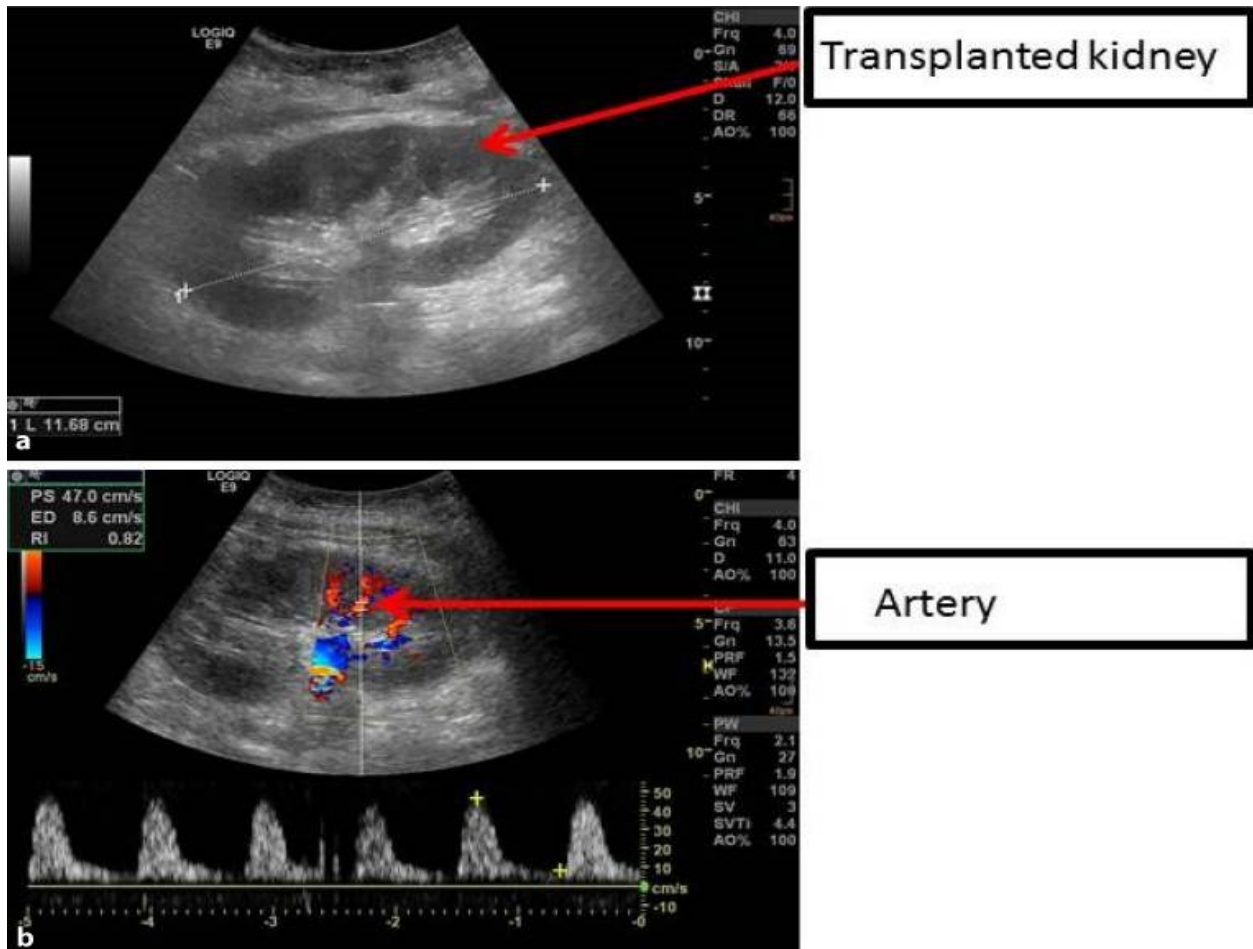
Devaskularizirani transplantirani bubreg, Color-Doppler ultrazvuk (16)
